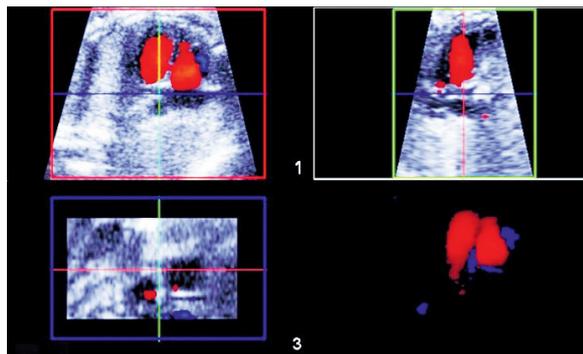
STIC avec Doppler d'un cœur normal : remplissage ventriculaire en protodiastole. 1 à 3 : les trois plans perpendiculaires de l'espace (X, Y, Z). 4 : reconstruction 3D du signal Doppler-couleur individuel.
